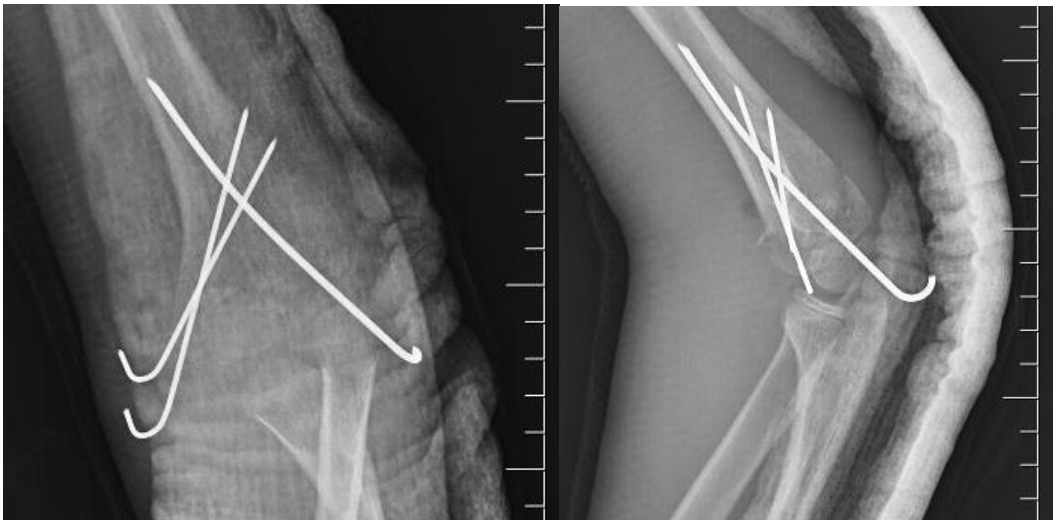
(Sol suprakondiler humerus kırığı post op 6. Ay AP/Lateral X-ray görüntüleri)
